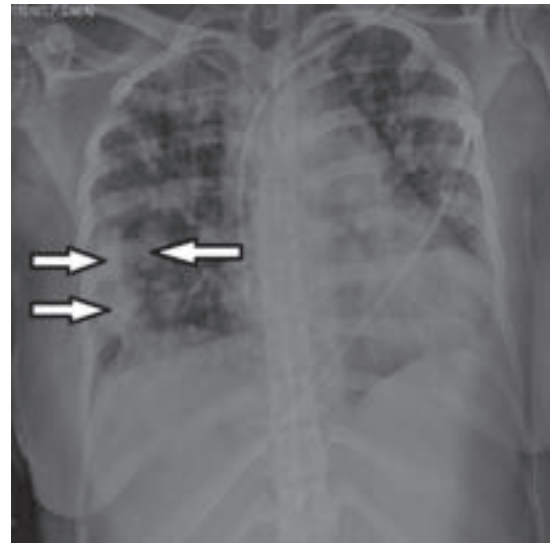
Radiografía de tórax que muestra múltiples imágenes radiopacas nodulares (flecha) y borramiento de los ángulos costodiafrágicos.
